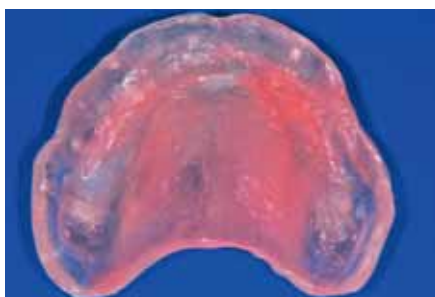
Die bestehende Röntgenschablone wird für das neue Computertomogramm an das Prothesenlager mittels einer harten Unterfütterung (GC Reline Hard) adaptiert.
